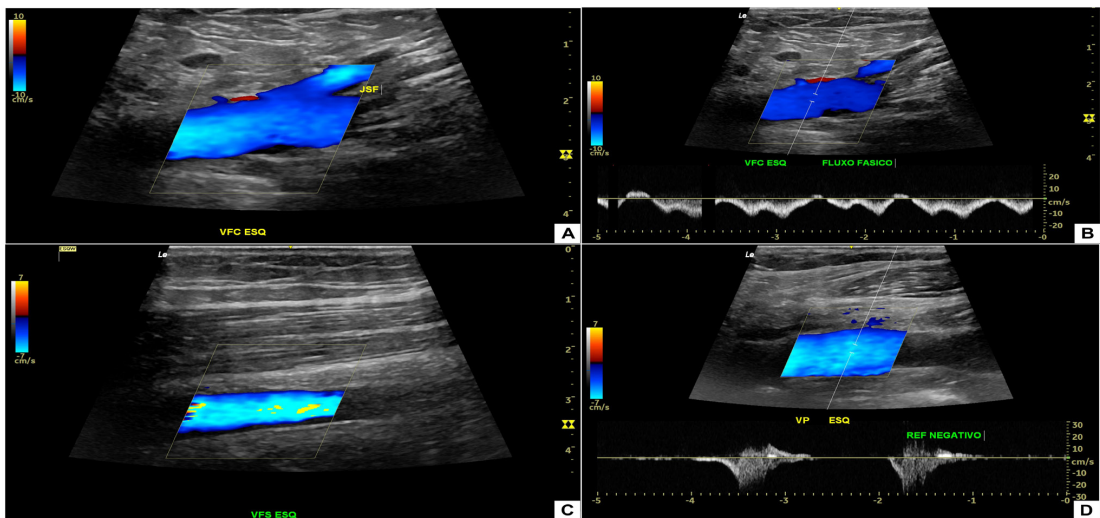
Ecografia vascular com Doppler colorido realizada 14 meses após a trombectomia mecânica percutânea. (A) Veia femoral comum esquerda com fluxo venoso preservado e recanalização completa; (B) Doppler espectral da veia femoral comum esquerda, demonstrando fluxo fásico respiratório; (C) Veia femoral superficial esquerda com perviedade mantida e ausência de imagens compatíveis com trombos residuais; (D) Veia poplítea esquerda com fluxo adequado e ausência de refluxo venoso ao Doppler espectral, confirmando recuperação hemodinâmica satisfatória. ESQ = esquerda; JSF = junção safeno-femoral; REF = refluxo; VFC = veia femoral comum; VFS = veia femoral superficial; VP = veia poplítea.
